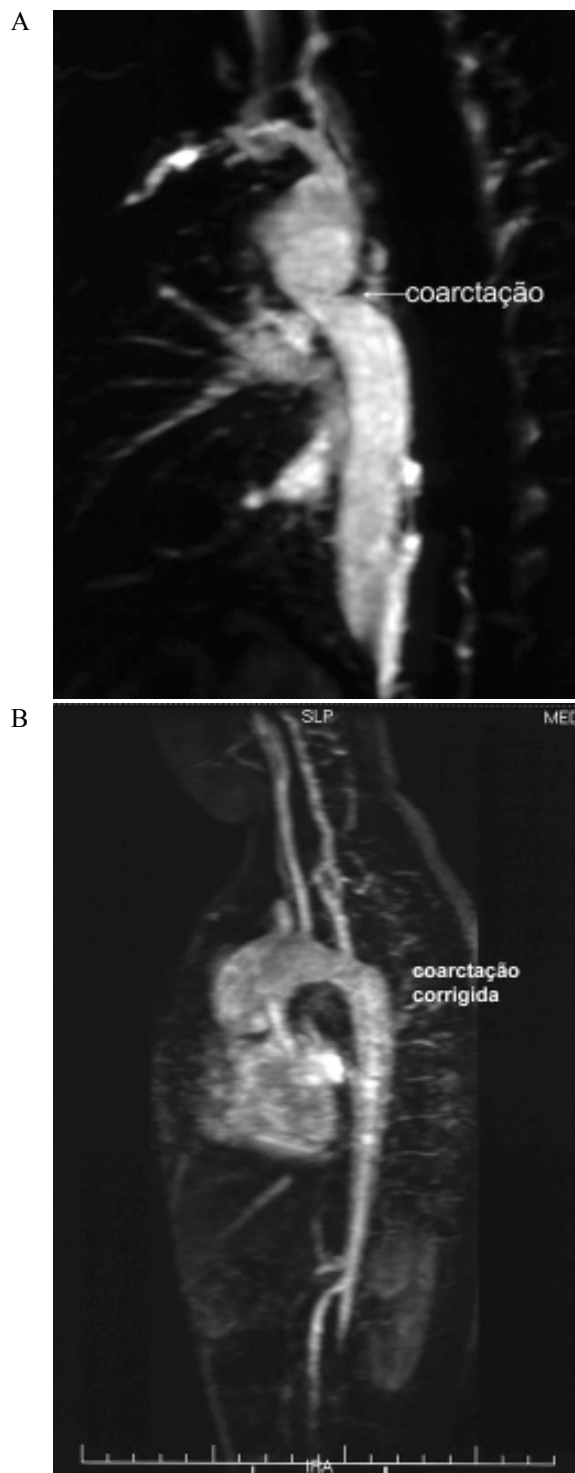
Angiorressonância do tórax. A-Coarctação de aorta. B-Resultado após correção da coarctação.
